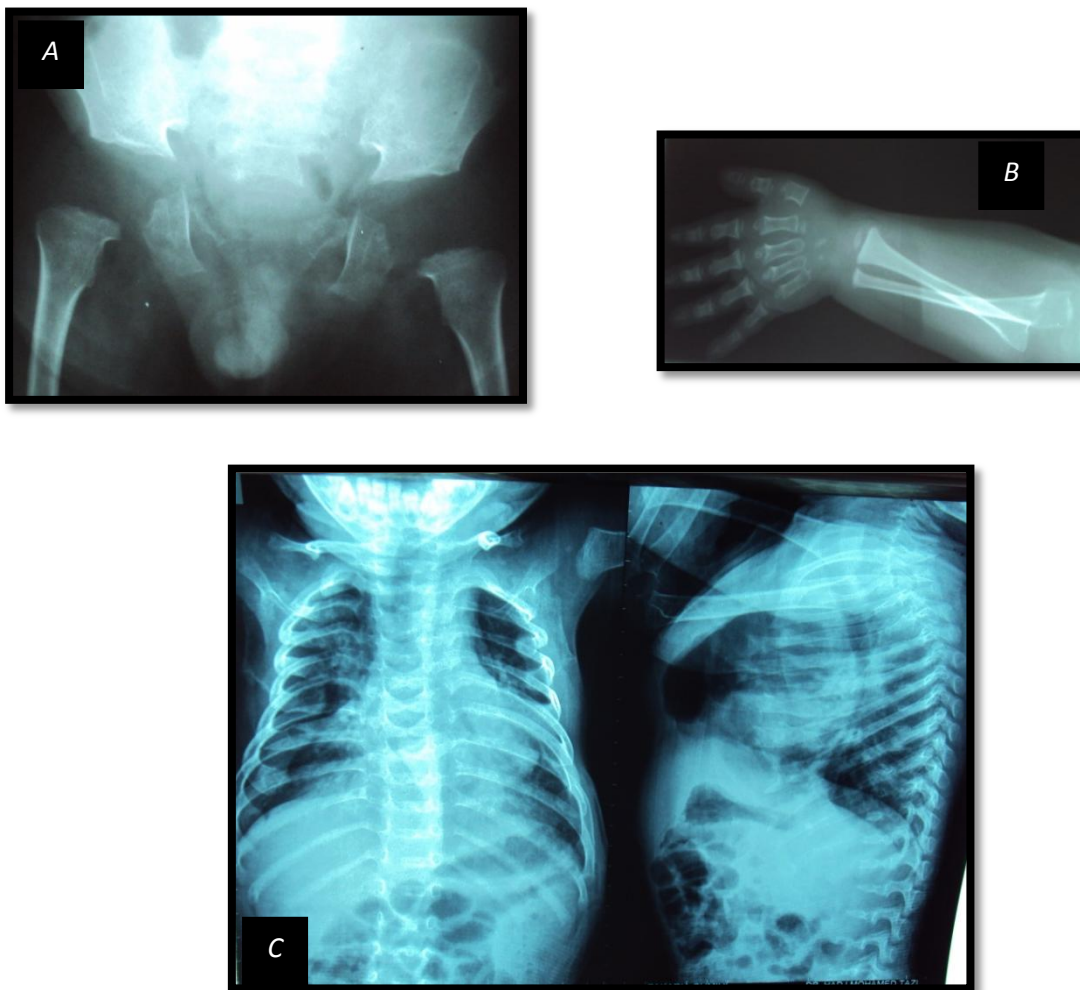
Radiographies standard du rachis, bassin et des extrémités du propositus
